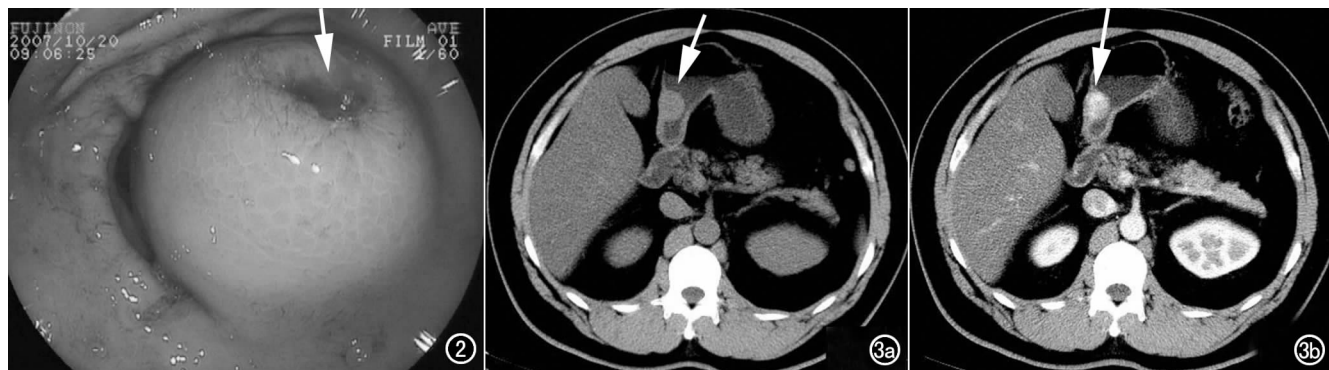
病例 1,胃镜示胃窦部球形黏膜隆起,顶端凹陷、糜烂或溃疡,伴有少量出血,质软(箭)。图 3 病例 2。a) CT 平扫示胃窦部黏膜下软组织肿块影,边缘光滑,边界清晰,基底稍宽,有包膜(箭); b) 门静脉期持续不均匀明显强化(箭)。
